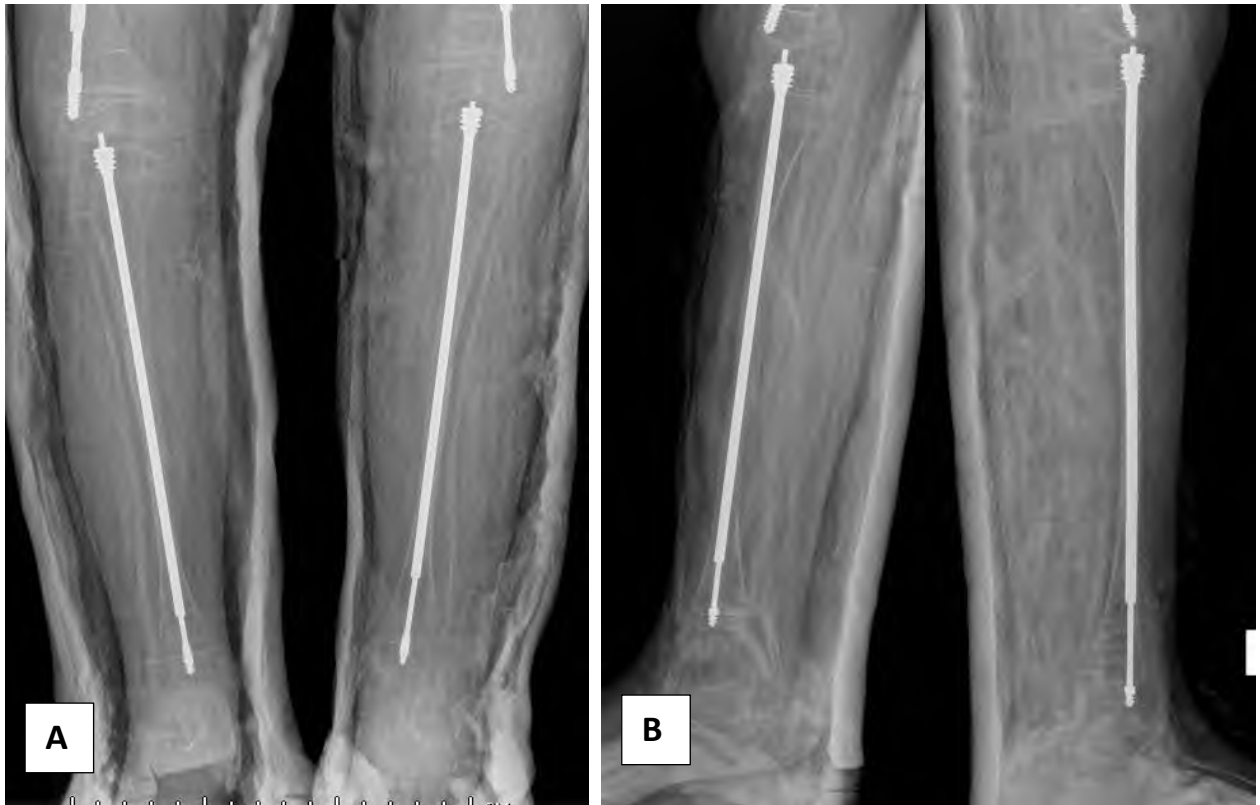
Рентгенография костей обеих голеней на 1 п/о сутки в прямой (А) и боковой (В) проекциях.
